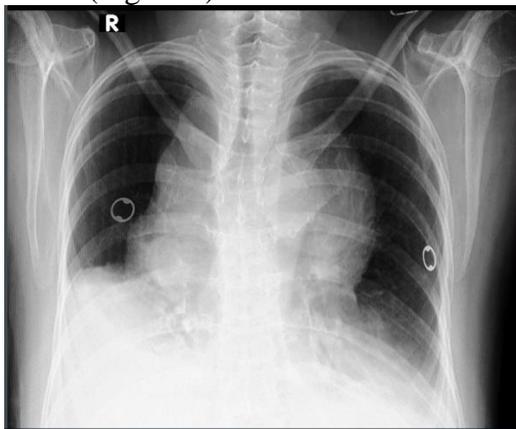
Radiografía de tórax donde aparece la enorme masa mediastinal.
